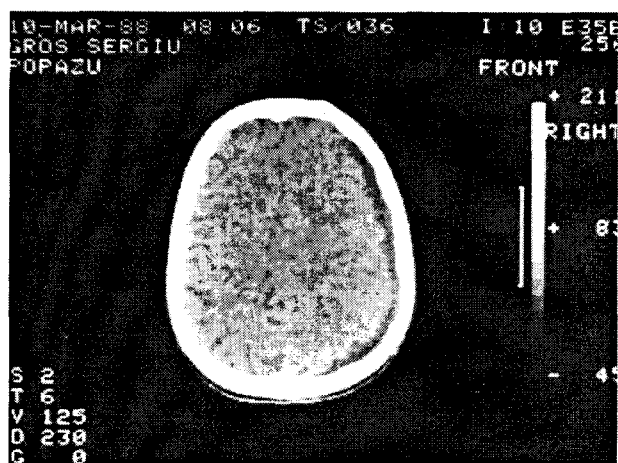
CT-scan: Hygroma durei mater pe suprafața emisferului drept.
